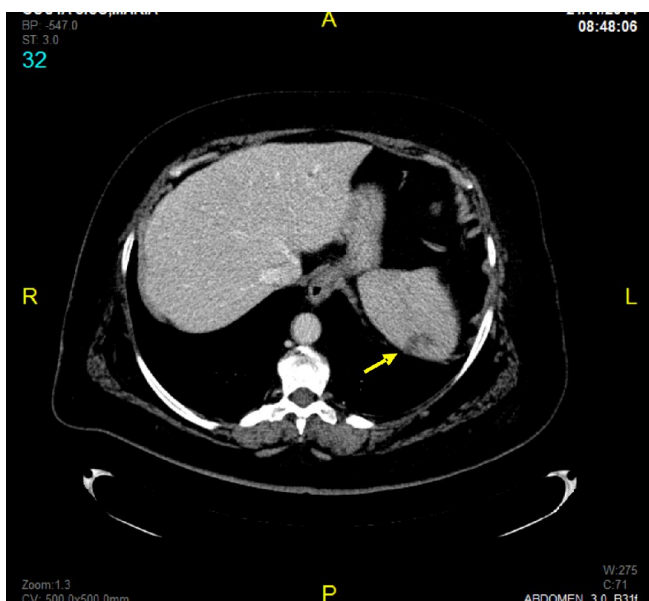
TC abdominal: lesió isquèmica seqüelar a nivell de la melsa
